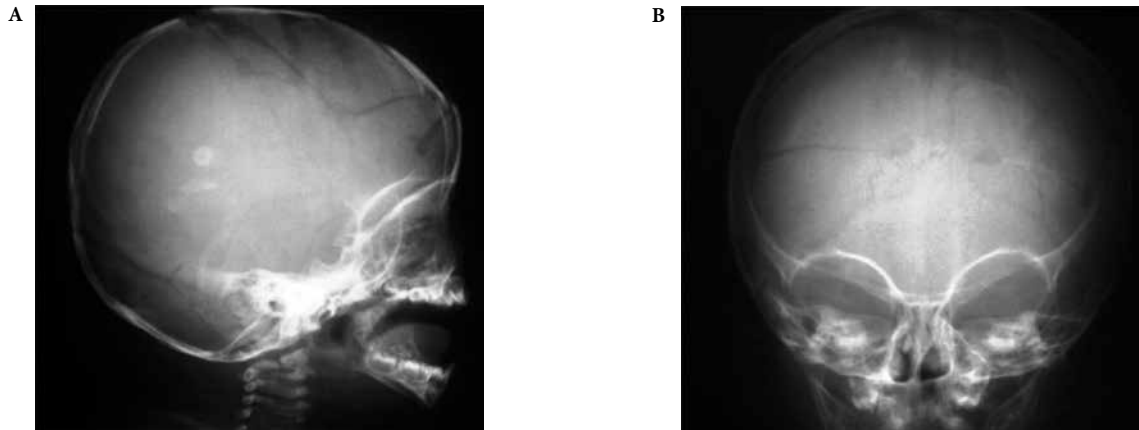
(A, B) Radiografias simples do crânio em AP e perfil pós-operatório.
